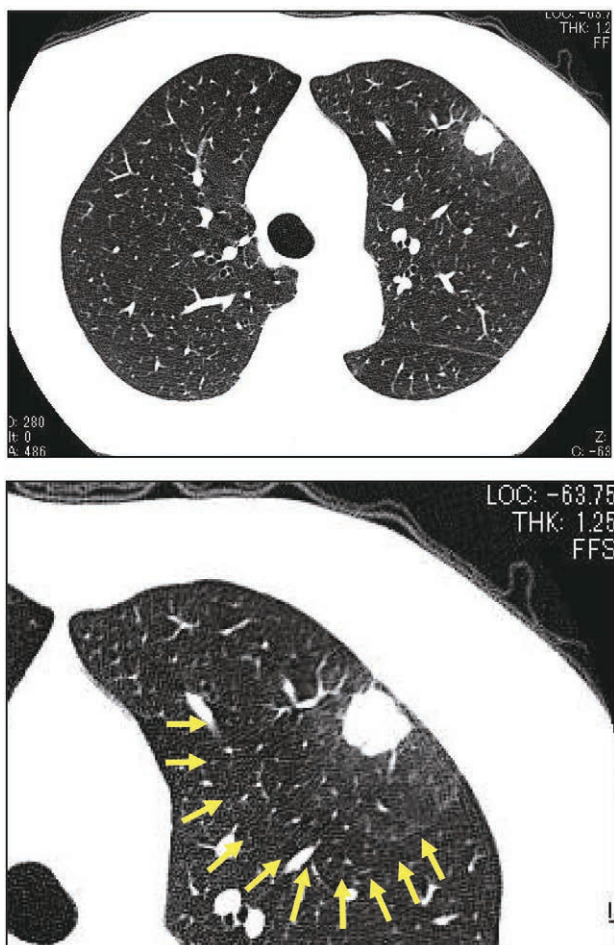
CT上、左肺上葉の胸膜直下に径18×15mmの充実性腫瘍が存在し、腫瘍周囲に極淡いスリガラス陰影が認められる。
